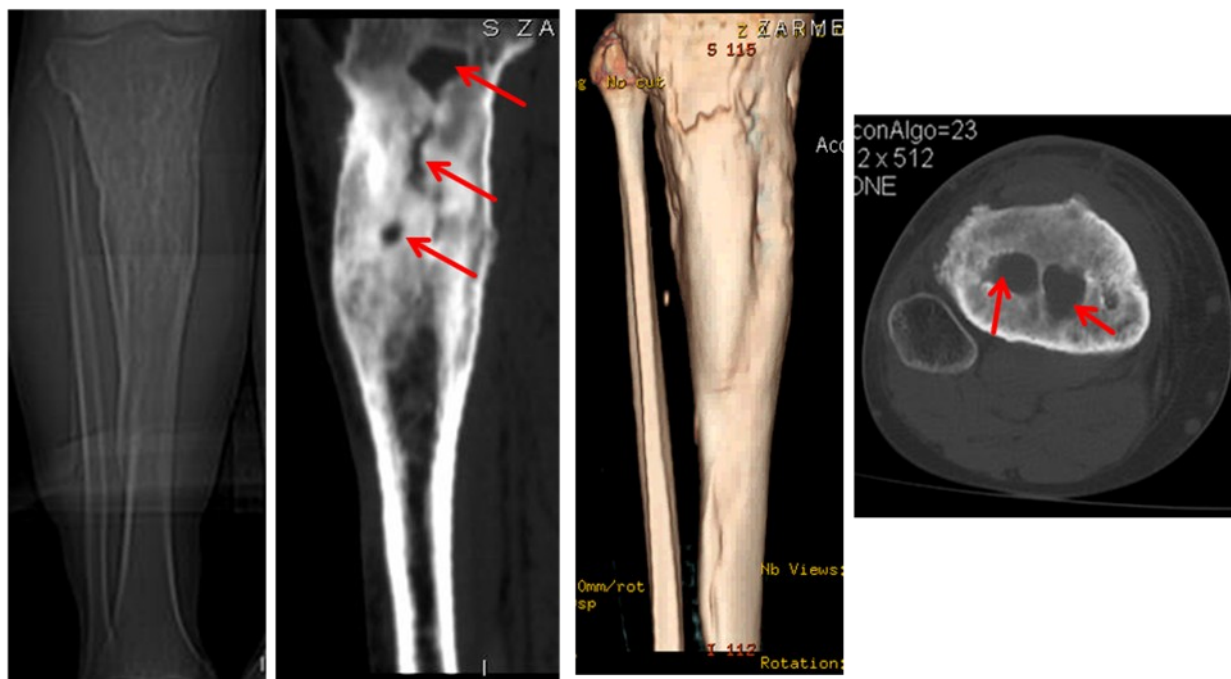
Обзорная рентгенография (а) и компьютерная томография (б) правой голени. ХРГО правой большеберцовой кости. Стрелками указаны множественные внутрикостные абсцессы.
